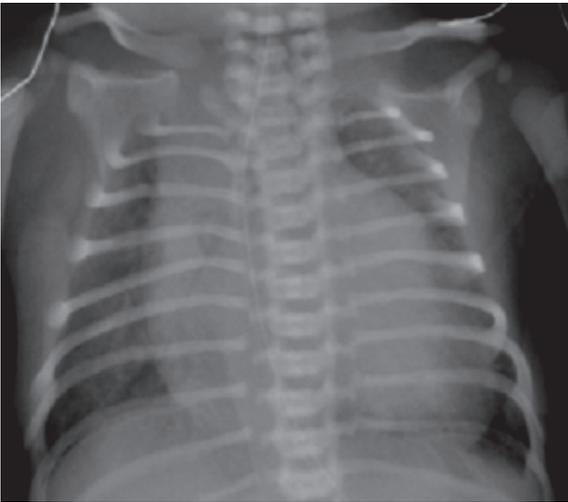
Рентгенограмма симптомного новорожденного с аномалией Эбштейна, кардиоторакальный индекс 0,75
